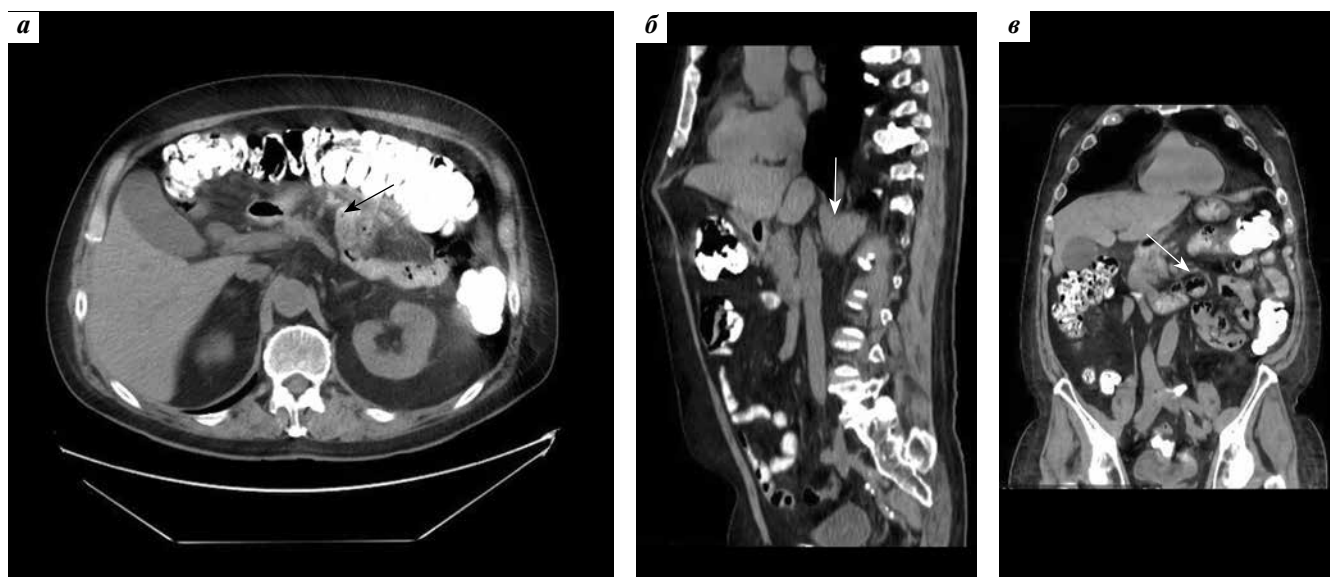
Компьютерная томография органов брюшной полости. На изображениях в аксиальном срезе (а), коронарной (б) и сагиттальной (в) реконструкциях определяются отсутствие сужения просвета и утолщение стенок двенадцатиперстной кишки на всем протяжении нисходящего отдела (стрелка)
